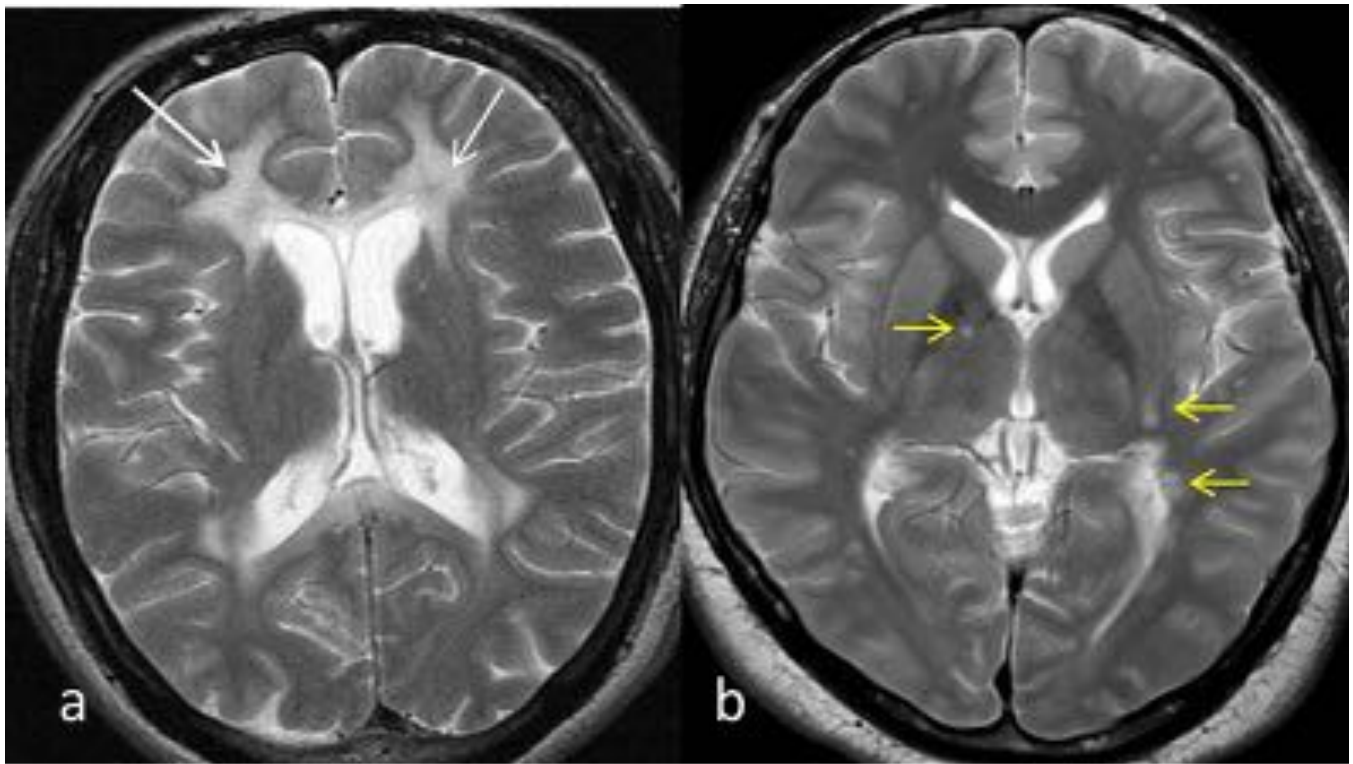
RM de cráneo con secuencias potenciadas en T2 en dos pacientes diferentes. En imagen a) se observa hiperintensidad T2 de la sustancia blanca periventricular, confluyente, bilateral y simétrica (flecha blanca). En imagen b) se observan focos hiperintensos T2 en sustancia blanca, aislados y con afectación asimétrica (flechas amarillas). El paciente de la imagen a) presentaba una leucodistrofia (leucodistrofia metacromática) y el de la imagen b) una desmielinizante (esclerosis múltiple)
